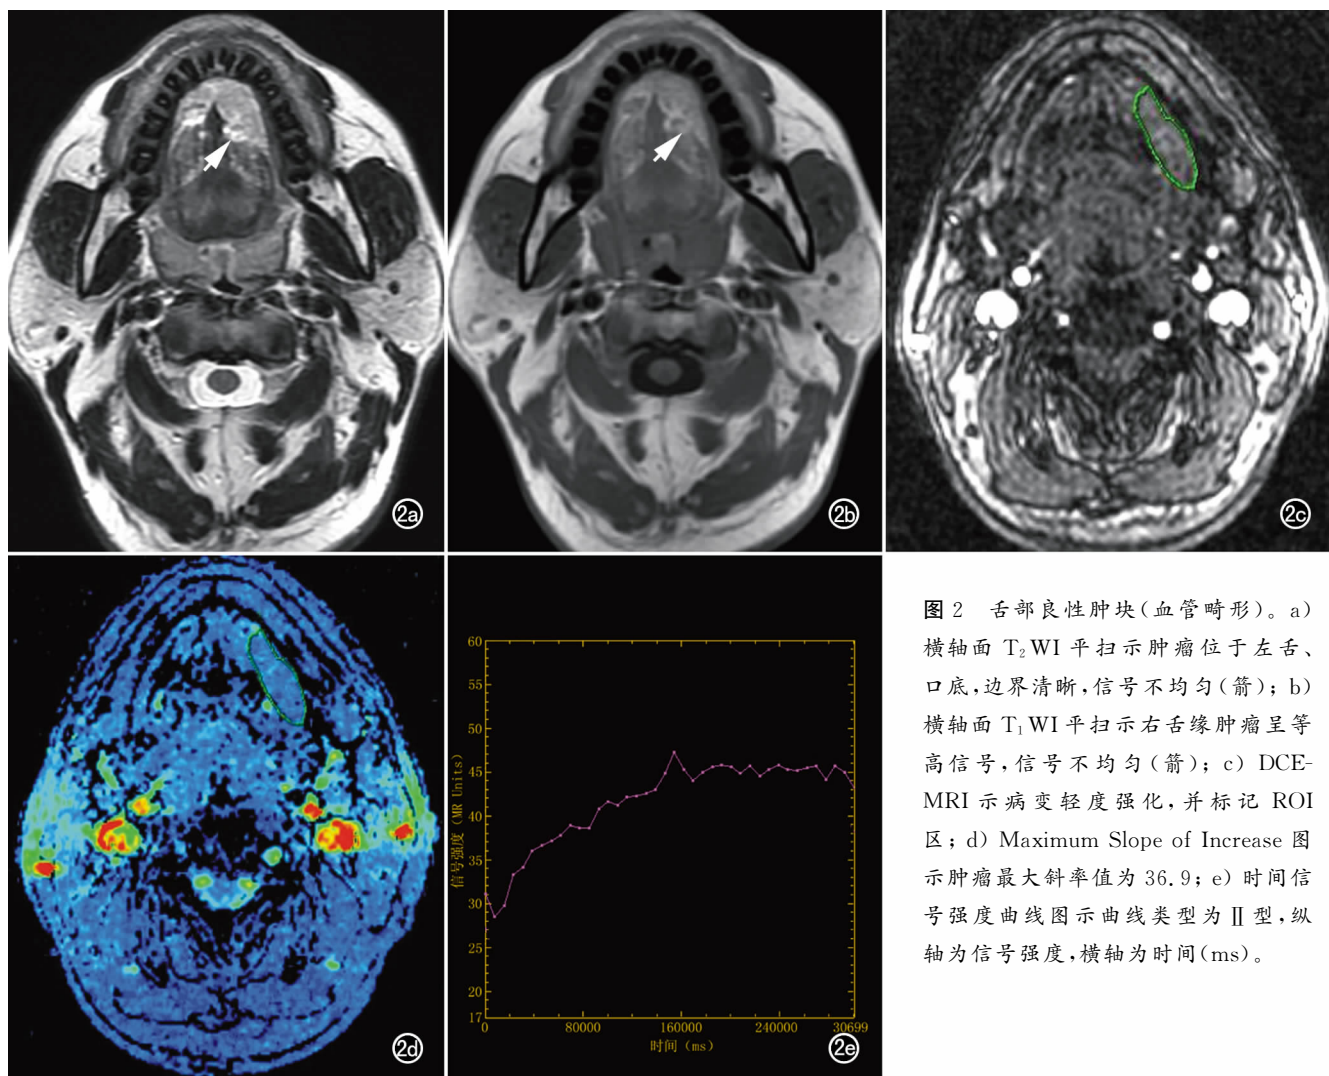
舌部良性肿块(血管畸形)。a) 横轴面 T_2 WI 平扫示肿瘤位于左舌、口底,边界清晰,信号不均匀(箭); b) 横轴面 T_1 WI 平扫示右舌缘肿瘤呈等高信号,信号不均匀(箭); c) DCE-MRI 示病变轻度强化,并标记 ROI 区; d) Maximum Slope of Increase 图示肿瘤最大斜率值为 36.9; e) 时间信号强度曲线图示曲线类型为 II 型,纵轴为信号强度,横轴为时间(ms)。
